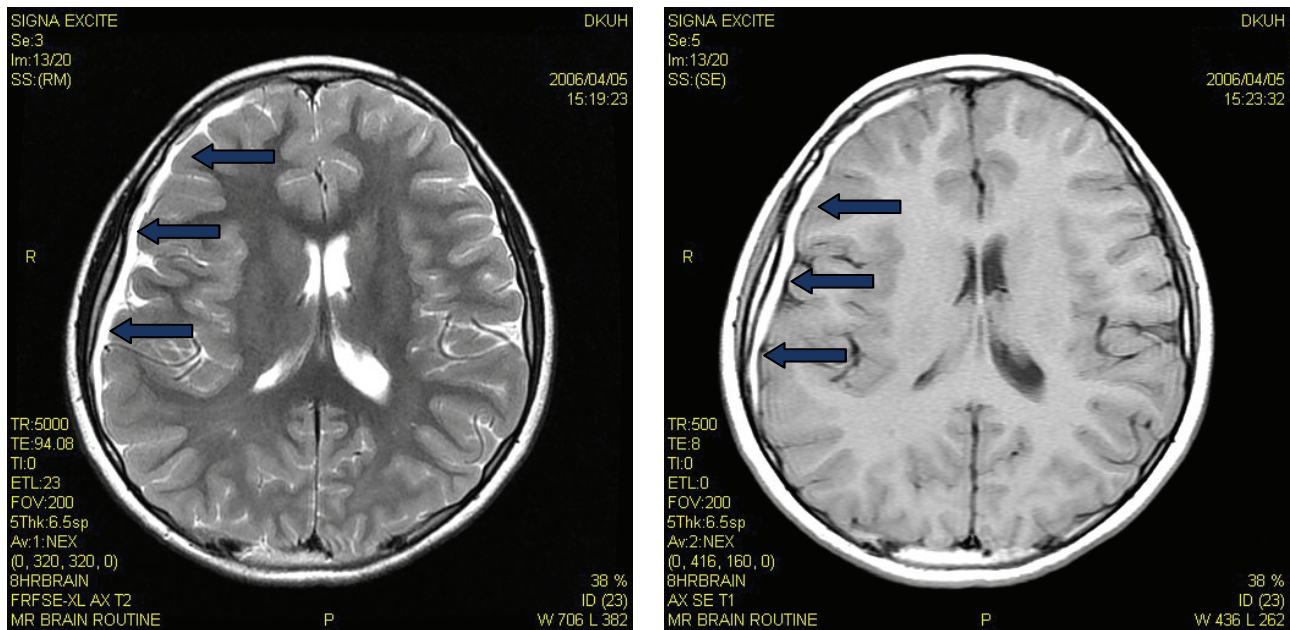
The patient's transverse brain MRI section shows subacute subdural hemorrhage in the frontal, temporal and parietal lobes.
